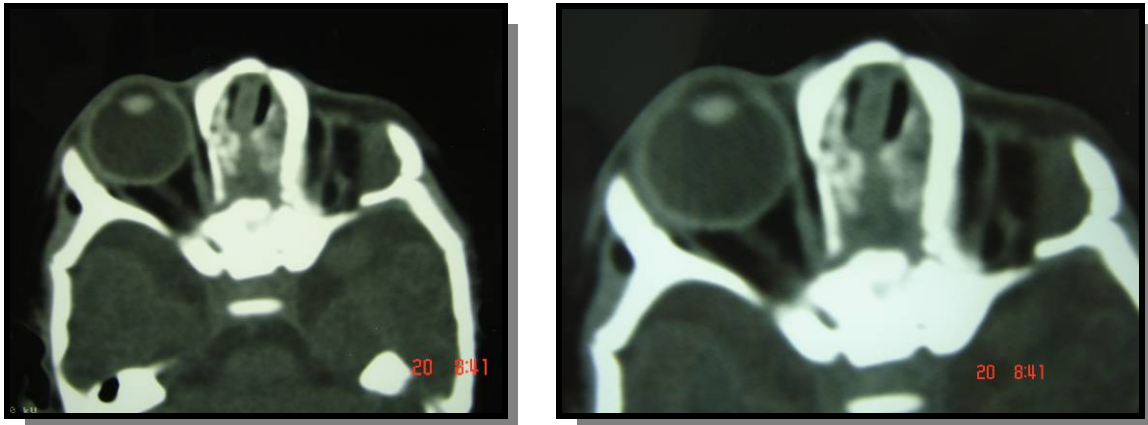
TC de órbita, revelando ausência de globo ocular à esquerda.
